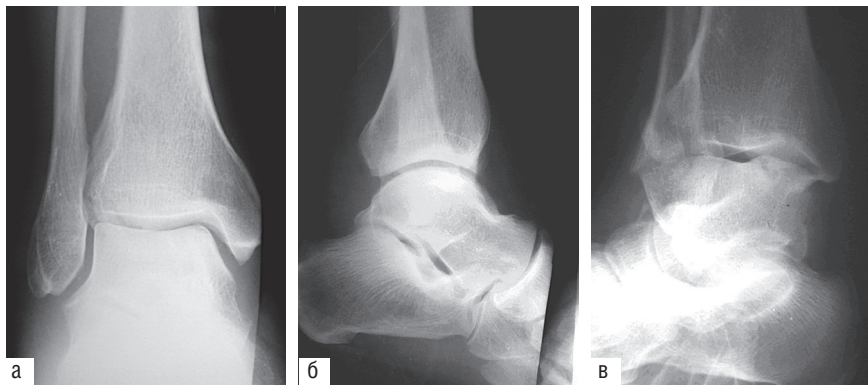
Роль рентгенографии в косых проекциях в распознавании переломов: а — прямая рентгенограмма правого голеностопного сустава. Отмечается косая линия перелома в области наружной лодыжки большеберцовой кости. Создается впечатление перерыва кортикального слоя малоберцовой кости по тибиальной поверхности непосредственно выше межберцового синдесмоза; б — боковая рентгенограмма. Ступенеобразная деформация заднего контура малоберцовой кости несколько выше суставной щели голеностопного сустава; в — рентгенограмма в косой проекции с поворотом стопы наружу. Отчетливо видны линии переломов малоберцовой кости (внутрисуставного) и наружной лодыжки большеберцовой кости. Смещение отломков малоберцовой кости по ширине в пределах 4–5 мм. Дополнительно обнаружен ограниченный асептический некроз внутренней части блока таранной кости в виде кистовидного образования с очагом уплотнения в центре, не выявлявшийся на стандартных рентгенограммах
